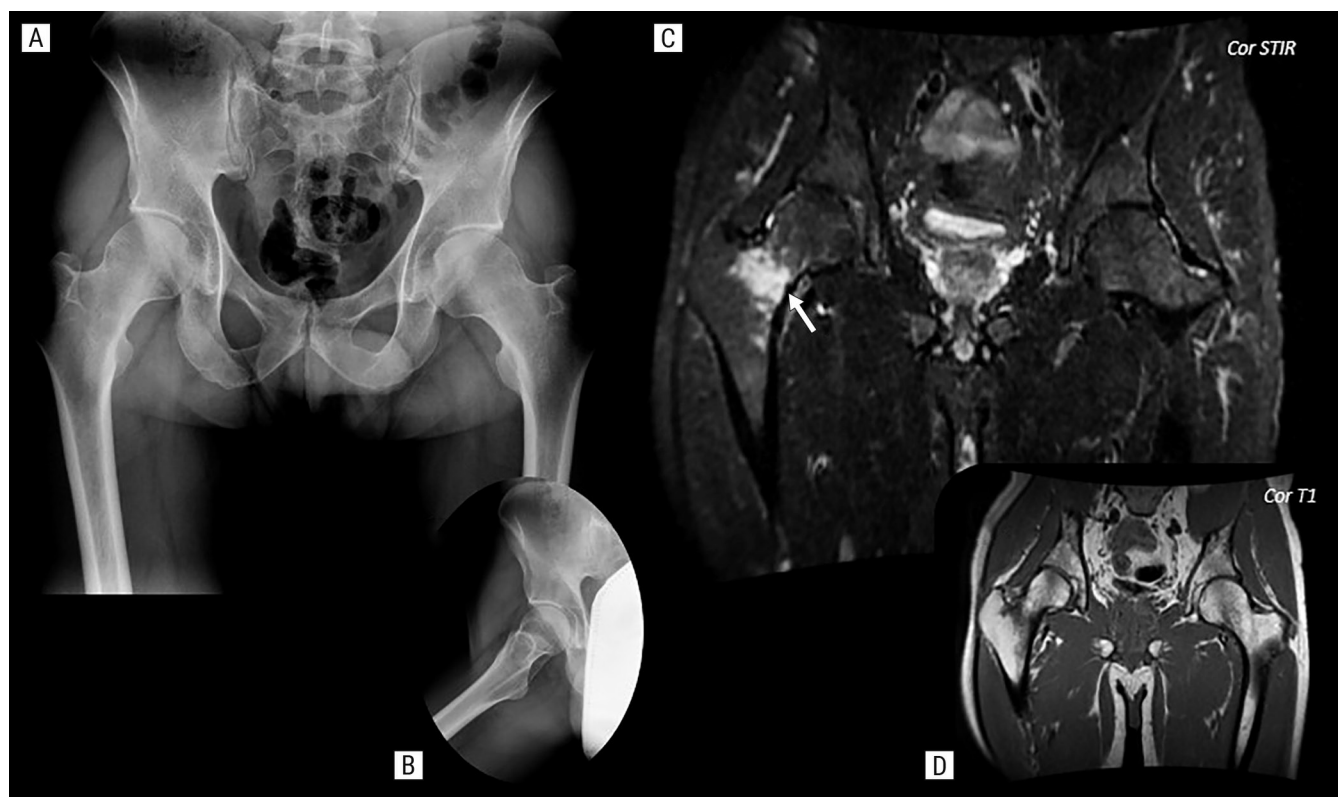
Varón de 45 años, sin antecedentes patológicos, con dolor de cadera derecha de meses de evolución, que apareció tras una carrera prolongada. Se diagnosticó de fractura de estrés o por fatiga en cuello femoral derecho, no visible en radiografía convencional AP (A) de ambas caderas, ni axial (B) de cadera, y que sí aparece como imagen hiperintensa en C, imagen coronal potenciada en T2 con supresión de la grasa (STIR) y en D, incidencia coronal potenciada en T1.
